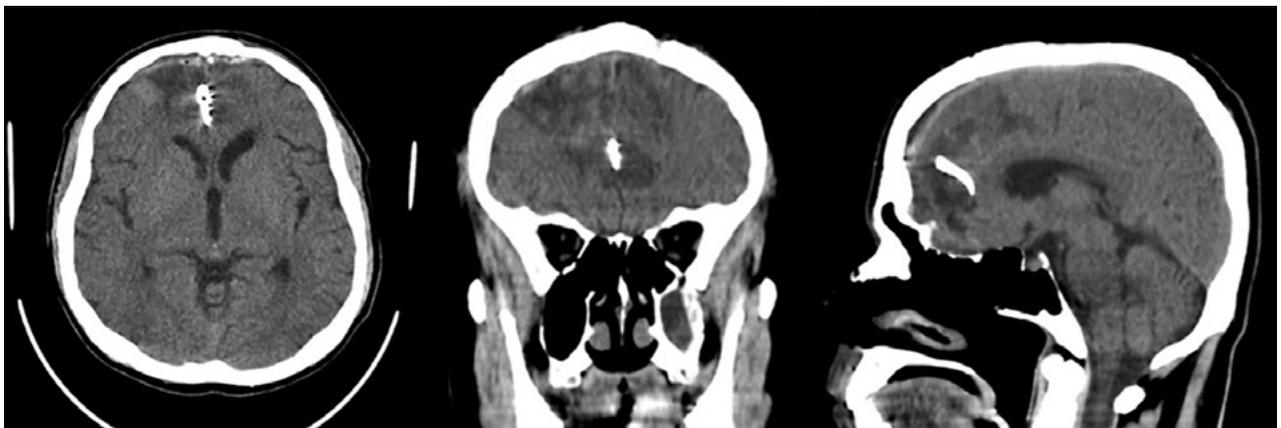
Tomografía cerebral simple. En cortes axial, coronal y sagital se muestra: cuerpo hiperdenso en fisura interhemisférica que genera discreto efecto Hounsfield correspondiente con clip simple de palas rectas normoposicionado. Áreas de encefalomalacia bifrontal. Cisternas de la base libres y permeables, sistema ventricular de topografía normal, preservación de los elementos de la línea media, presencia de surcos y circunvoluciones, adecuada diferenciación sustancia gris-blanca y corticosubcortical. Defecto de craneotomía.
